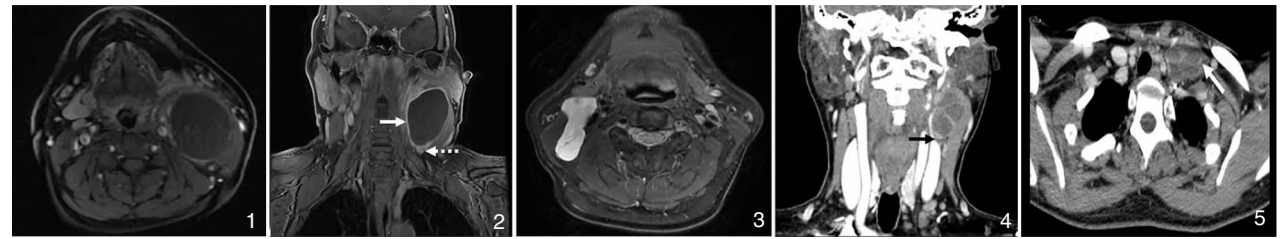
典型鳃裂囊肿 T1WI+C 水平位:囊壁相对菲薄,囊肿边界清晰,信号相对均匀 图2 鳃裂囊肿 T1WI+C 冠状位:囊壁增厚并强化(白色实箭),周围可见肿大淋巴结(白色虚箭) 图3 典型囊性水瘤 T2WI 水平位:囊肿呈 T2 高信号表现,囊肿沿疏松组织间隙爬行生长并可见分隔 图4 HPV 相关口咽癌颈部囊性转移淋巴结增强 CT 冠状位(病例2):可见颈部囊性肿块存在分隔并强化,并可见囊壁局限性增厚并伴有明显强化(黑色箭头),肿块与周围组织界限不清 图5 甲状腺乳头状癌颈部囊性转移淋巴结增强 CT 水平位(病例4):可见颈部囊性肿块存在分隔并强化(白色虚箭),未见明显囊壁局限性增厚
